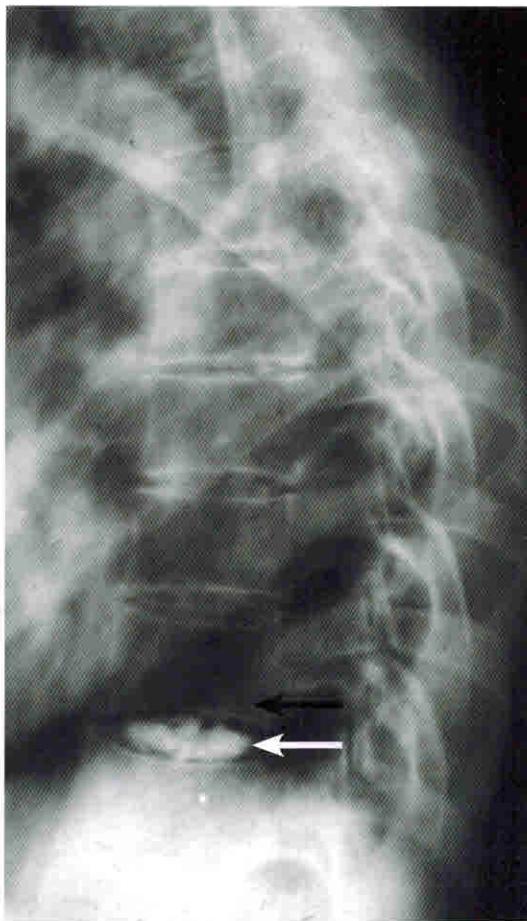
Рентгенограмма грудного отдела в боковой проекции.
